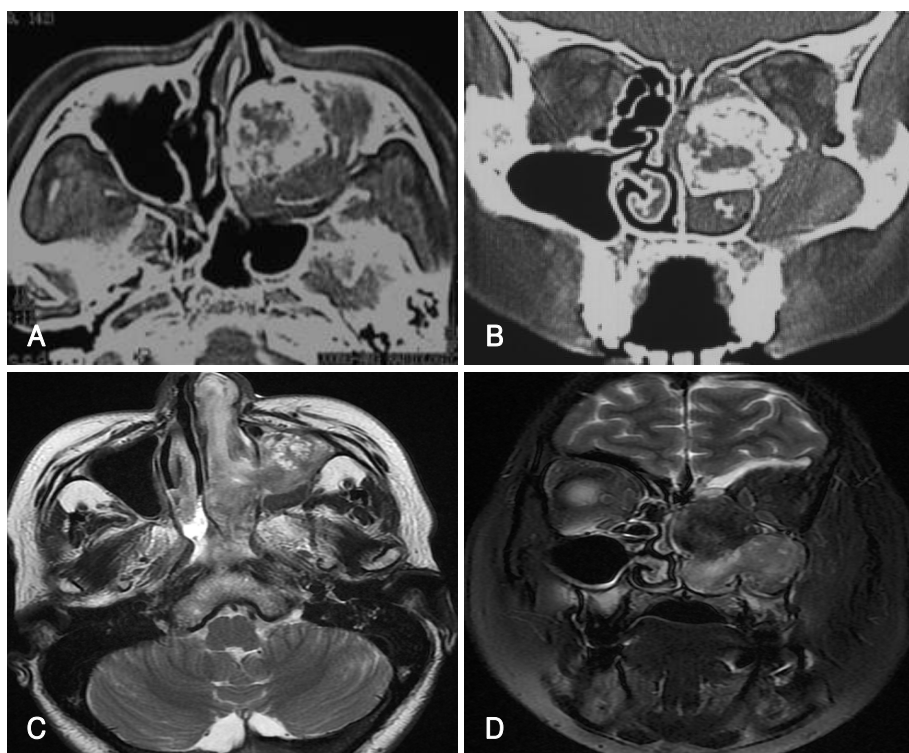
Axial (A) and coronal (B) images of paranasal sinus computed tomography demonstrate mass lesion originating from the left ethmoid sinus. Dense calcification is noted within the mass of the ethmoid sinus and the lesion extends to the nasal cavity, nasopharynx, and left maxillary sinus. Axial (C) and coronal (D) T2-weighted magnetic resonance images show inhomogeneous mass and demonstrate similar findings with those of the computed tomography. Involvement of the medial orbital wall is suspected, but the mass of the maxillary sinus is thought to be a simple extension rather than invasion because narrow space is observed between the mass and maxillary sinus walls.
